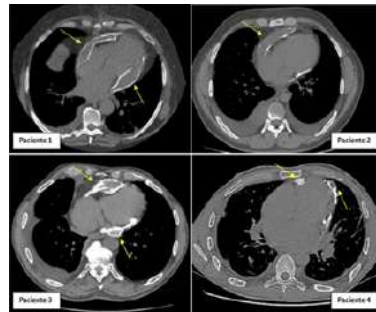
Tomografias computadorizadas de tórax, sem contraste, de 4 pacientes evidenciando presença de pericardite constrictiva associada a necrose caseosa. Notamos imagens de "pseudotumores" na região pericárdica, com contornos irregulares e calcificação intensa preenchidos por conteúdo heterogêneo em seu interior, o "caseum" (setas amarelas).
